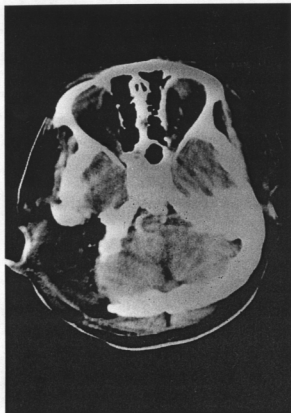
Postoperative CT scan of brain shows that most of tumor were removed.
